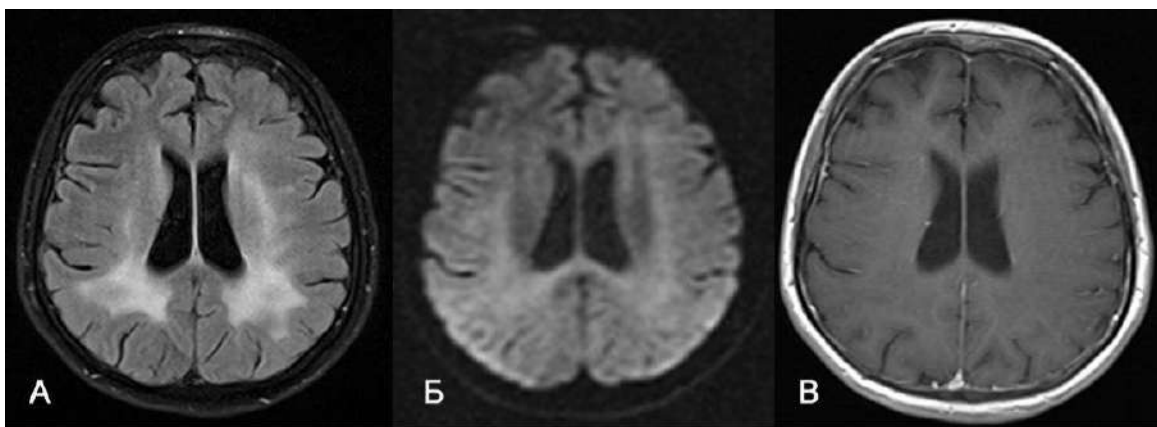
MRI of a patient K., aged 16, with HIV encephalopathy. All Images in axial projection. In hemispheres of the cerebral hemispheres from 2 sides, more in the parietal-occipital divisions, extensive sections of the altered signal from the white matter are determined, which are hyperintense on T2 FLAIR (A), without signs of diffusion restriction on DWI b 1000 (B), isointense in unchanged white matter. Altered areas do not extend deep into the subcortical sections.
